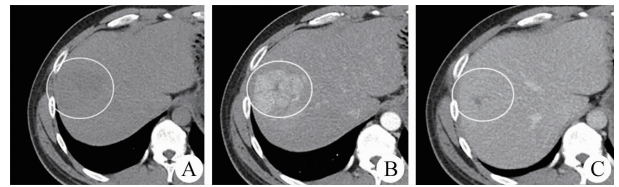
典型肝脏局灶性结节性增生 CT 表现 A. 平扫; B. 动脉期; C. 静脉期
